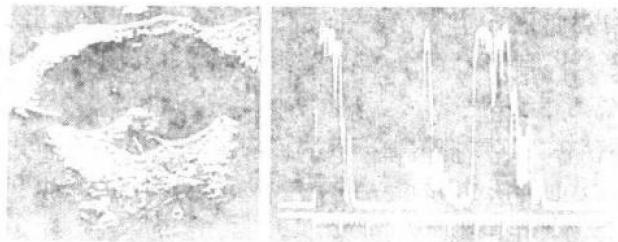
病例 谈××，眼内病变在 A 与 B 型同步超声波所见
